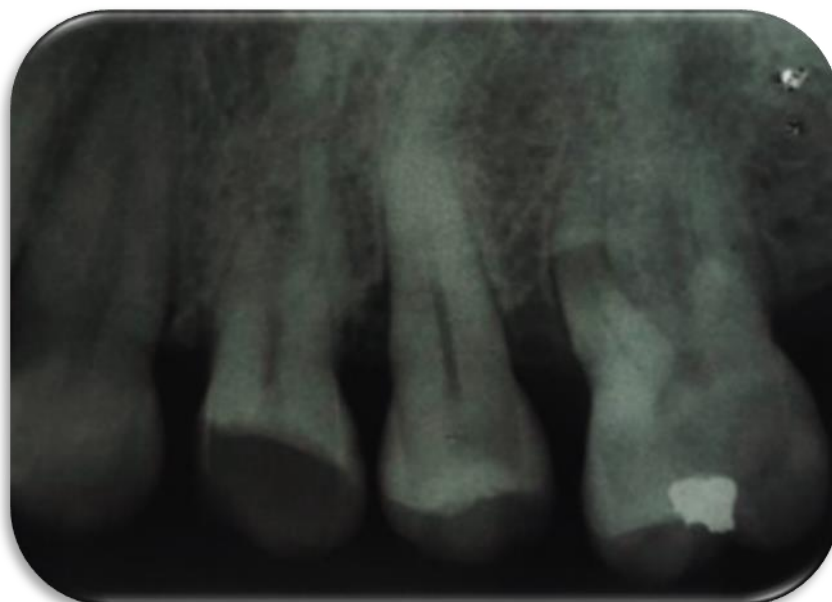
Radiografia periapical inicial mostrando imagem sugestiva da presença de duas raízes vestibulares.
